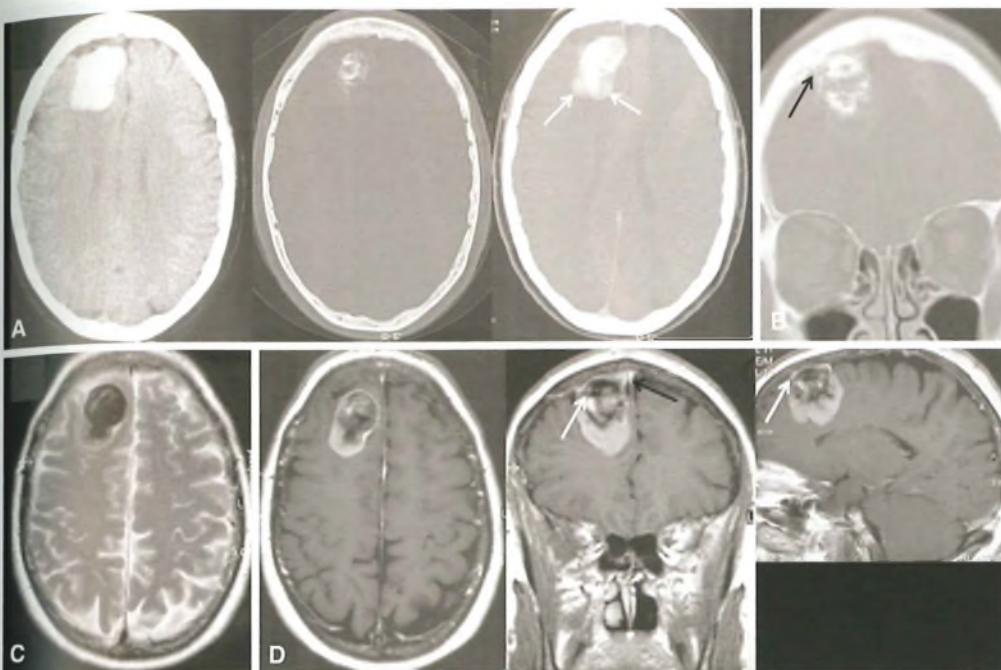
Meningioma della volta cranica. A) Scansioni assiali TAC, con finestra per parenchima (a sinistra), per osso (al centro) e dopo mdc iodato per via endovenosa con finestra intermedia (a destra) dimostrano una lesione parzialmente calcifica che comprime e disloca il lobo frontale dell'emisfero cerebrale destro. Solo la manipolazione della finestra di rappresentazione consente di dimostrare la componente parenchimatosa del tumore (frecce bianche), con impregnazione dopo mdc iodato per via endovenosa. B) Scansione coronale TAC che ben documenta l'impianto della lesione sul tavolato interno (frecchia nera), in particolare sulla dura madre. Si noti l'assenza di edema perilesionale. Immagini RMN assiale T2-dipendente (C) ed assiale, coronale e sagittale T1-dipendenti dopo mdc paramagnetico per via endovenosa (D) consentono la migliore rappresentazione della lesione tumorale extra-parenchimale, nonché la perfetta evidenza dell'impianto durale (frecchia bianca). Si conferma l'assenza di edema perilesionale. Si noti come la componente calcifica presenta segnale ipointenso in tutte le sequenze. Il sospetto diagnostico neuroradiologico fu confermato all'esame istologico.
